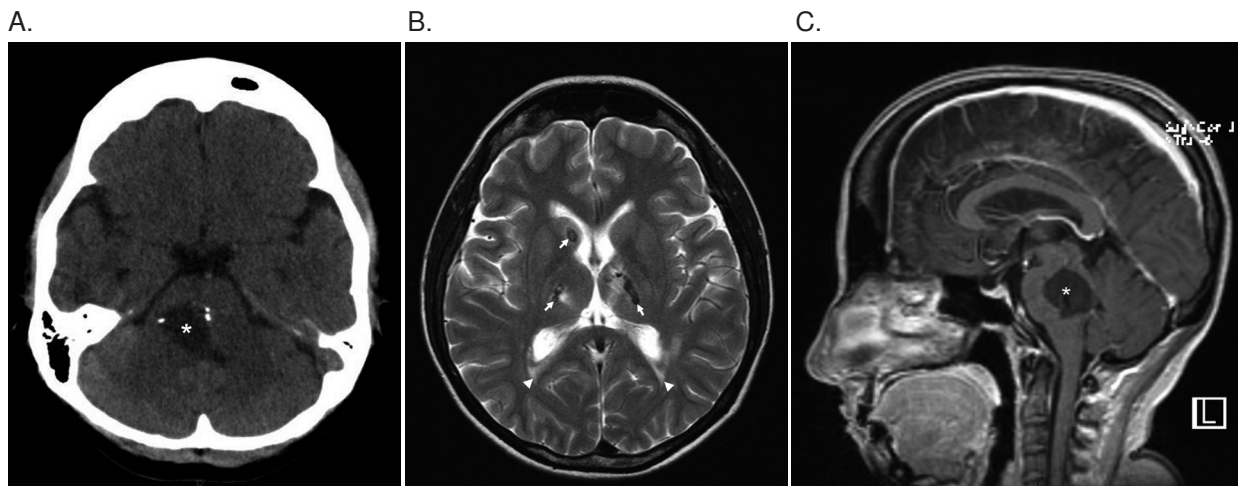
Paciente de sexo femenino, de 38 años de edad, con microangiopatía cerebral retiniana con calcificaciones y quistes. A. Imagen de tomografía axial computadorizada en la que se observa una lesión quística con calcificaciones en la periferia localizada en el puente y que compromete el núcleo del VI par craneal derecho (asterisco). B. Resonancia magnética, imagen T2 axial, que muestra calcificaciones (flechas) en los núcleos basales y leucoencefalopatía periventricular (cabezas de flecha). C. Resonancia magnética, imagen T1 sagital, contrastada con gadolinio, que muestra el quiste (asterisco) en la protuberancia, en el cuarto ventrículo, sin zonas de realce anormal.
